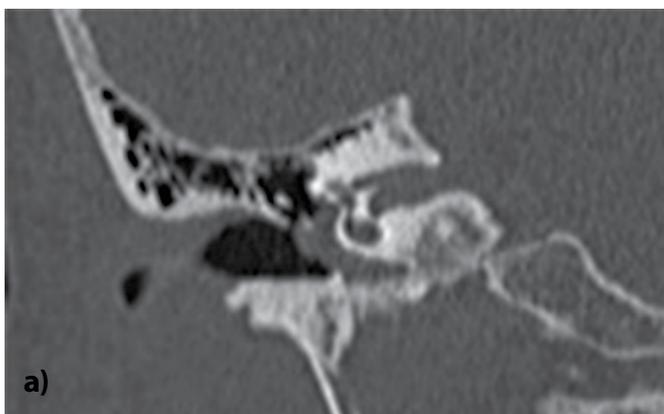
и 3б. Коронарный и аксиальный КТ-сканы правой височной кости. Опухоль занимает мезо- и гипотимпанум без признаков костной деструкции
